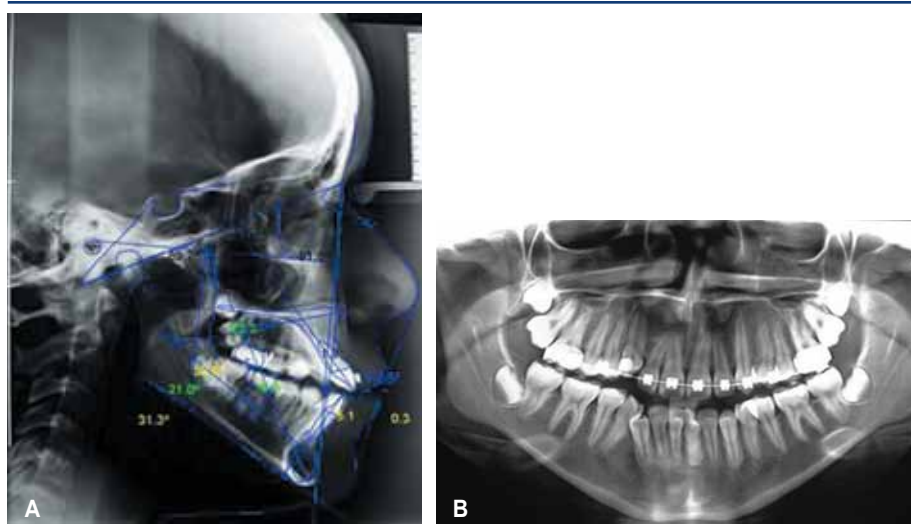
A: Telerradiografía de perfil. B: Radiografía panorámica, nótese la severa falta de espacio a nivel molar.
